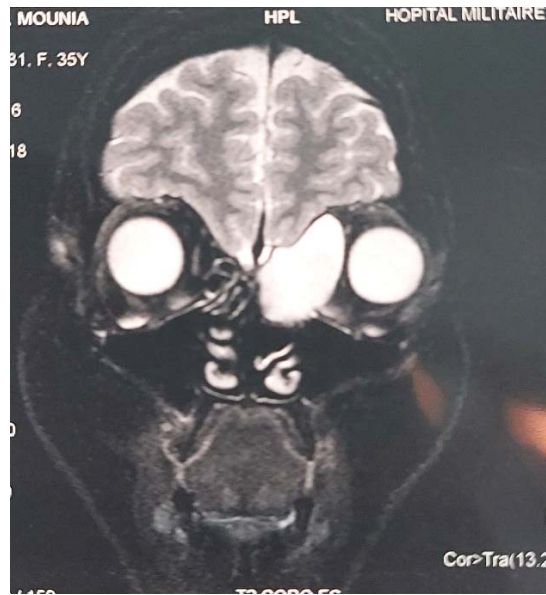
IRM faciale en coupe a coronale T2 aspect en faveur d'une mucocèle éthmoïdale homolatérale.
